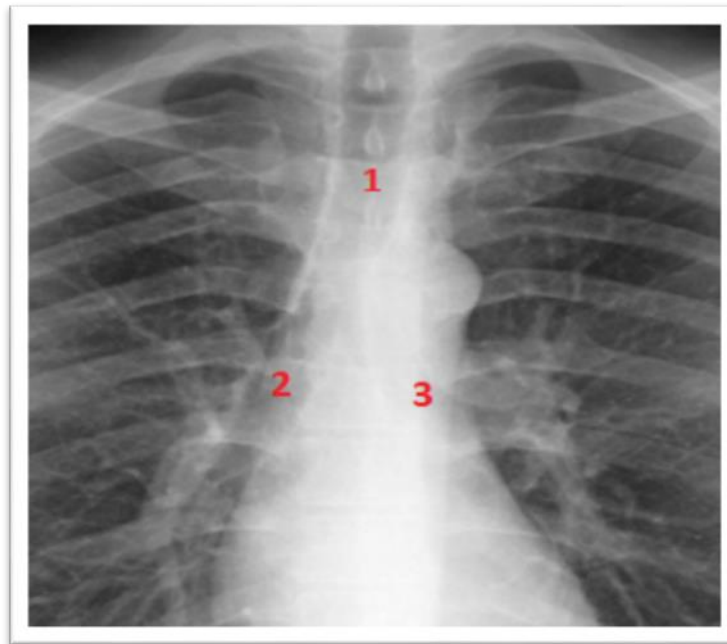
Radiographie de la trachée thoracique normale, incidence de face [39] :
